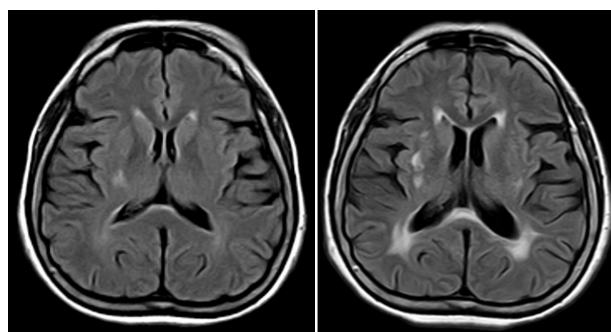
Fluid-attenuated inversion recovery MRI (TR 9000, TE 120, TI 2500) of a 62 year-old man showing progression of white matter hyperintensities from baseline MRI (left) performed in February 2014, to follow-up MRI (right) performed in May 2021.
